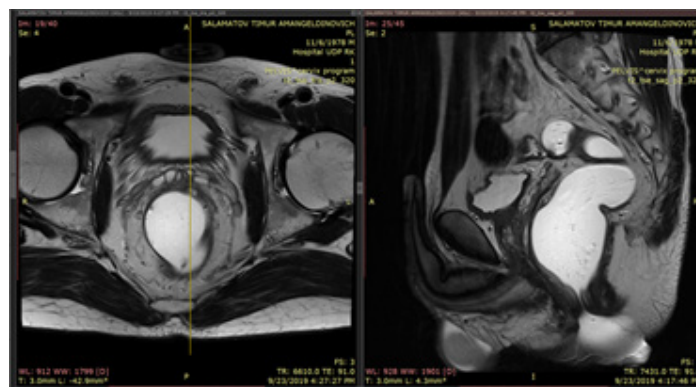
Pelvis magnetic resonance tomogram showing the tumor (arrows)
